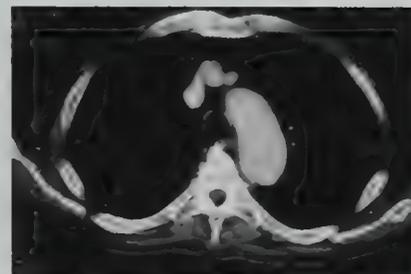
Tomografía torácica que demuestra ausencia de timoma.
